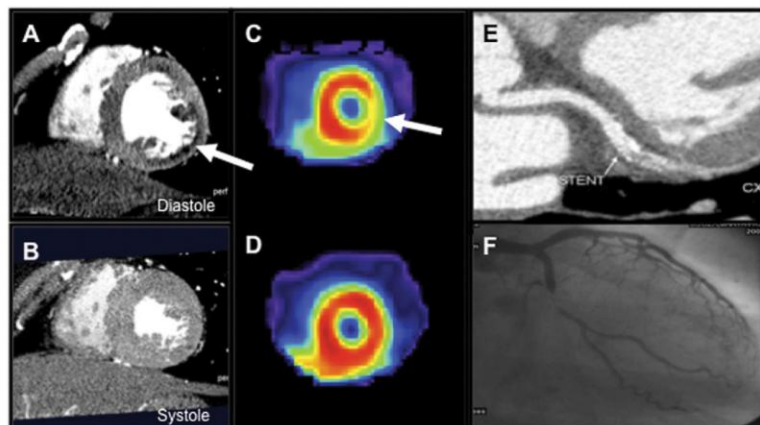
Positive CTP images during stress (A, white arrow) and at rest (B) with matched single-photon emission CT images during stress (C, white arrow) and at rest (D) and anatomic concordance by CT angiogram (E) and conventional coronary angiogram (F) showing in-stent restenosis.
